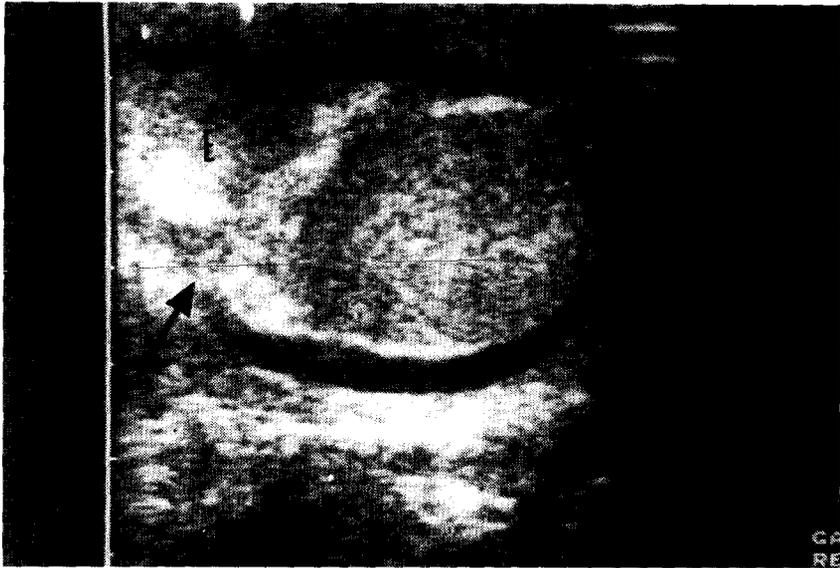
Ecografía escrotal: Engrosamiento del epidídimo derecho.*
